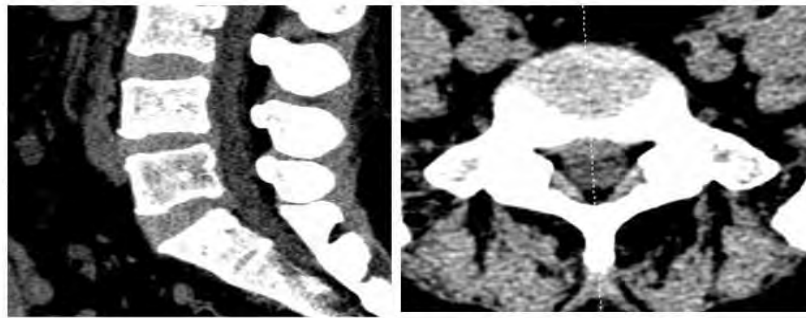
МСКТ. Протрузия диска L5-S1 в сагиттальной и аксиальной плоскости.
